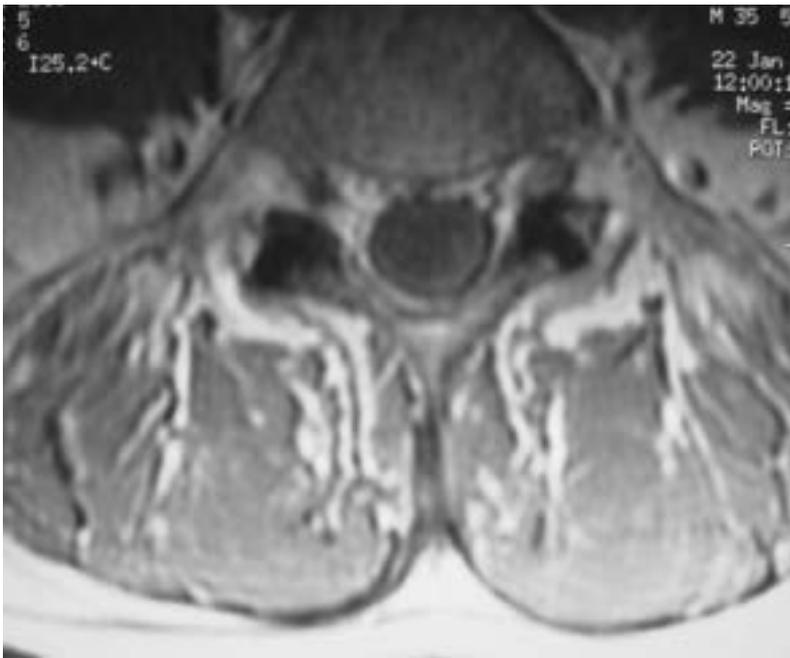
Corte coronal a nivel de cuerpo vertebral L5. Obsérvense las diferencias entre la primera y la segunda RM.
